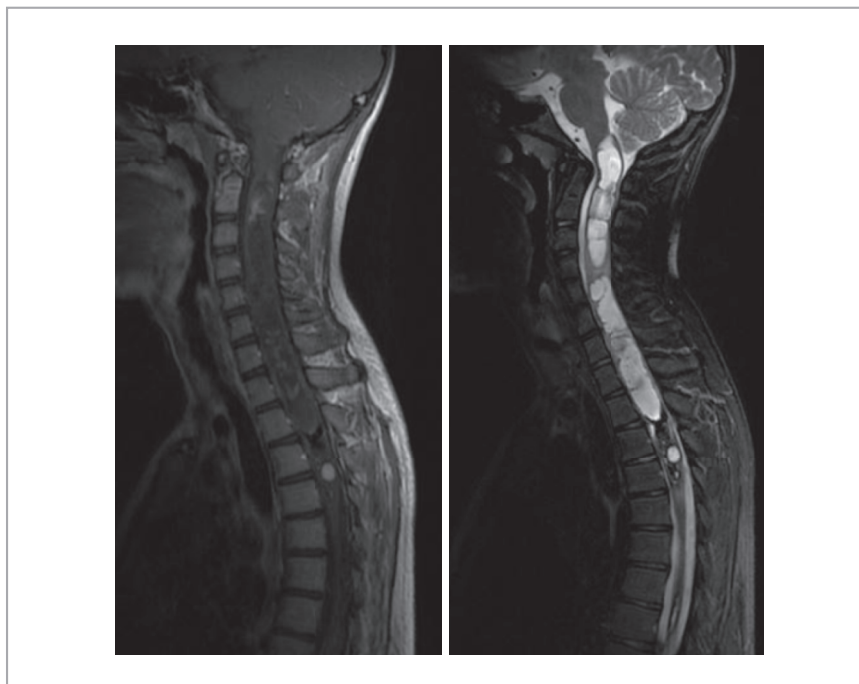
RM do neuroeixo do adolescente descrito no caso clínico 2. Volumosa lesão expansiva bulbo-medular constituída por uma porção cefálica mais extensa bulbo-medular até T2-T3 predominantemente multi-quística e por uma porção caudal mais heterogênea predominantemente sólida entre T2-T3 e T5-T6, com deposição de hemossiderina particularmente evidente na porção sólida caudal.
